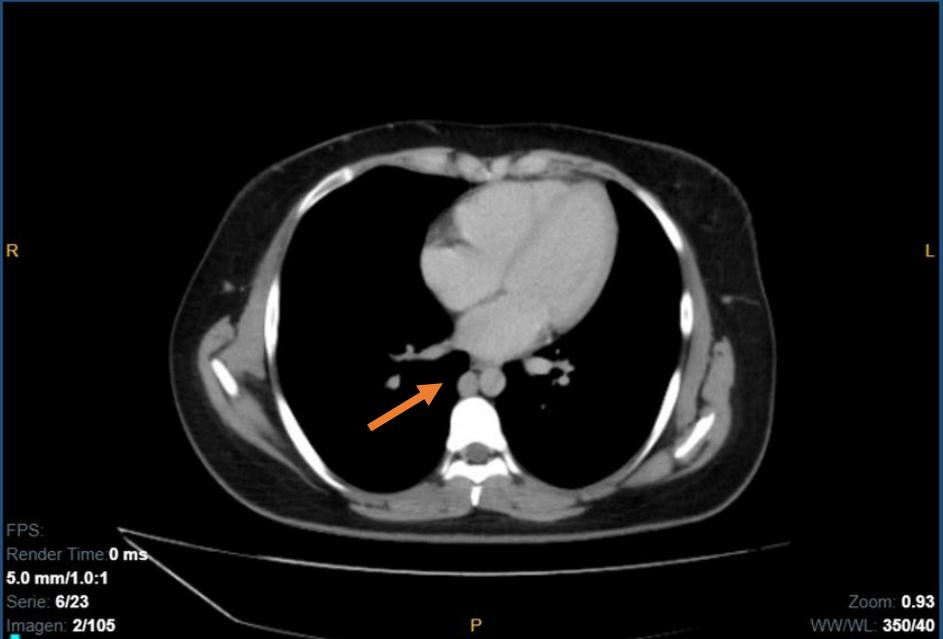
TC con contraste E.V., corte axial. La flecha señala prominencia de la vena ácigos.
